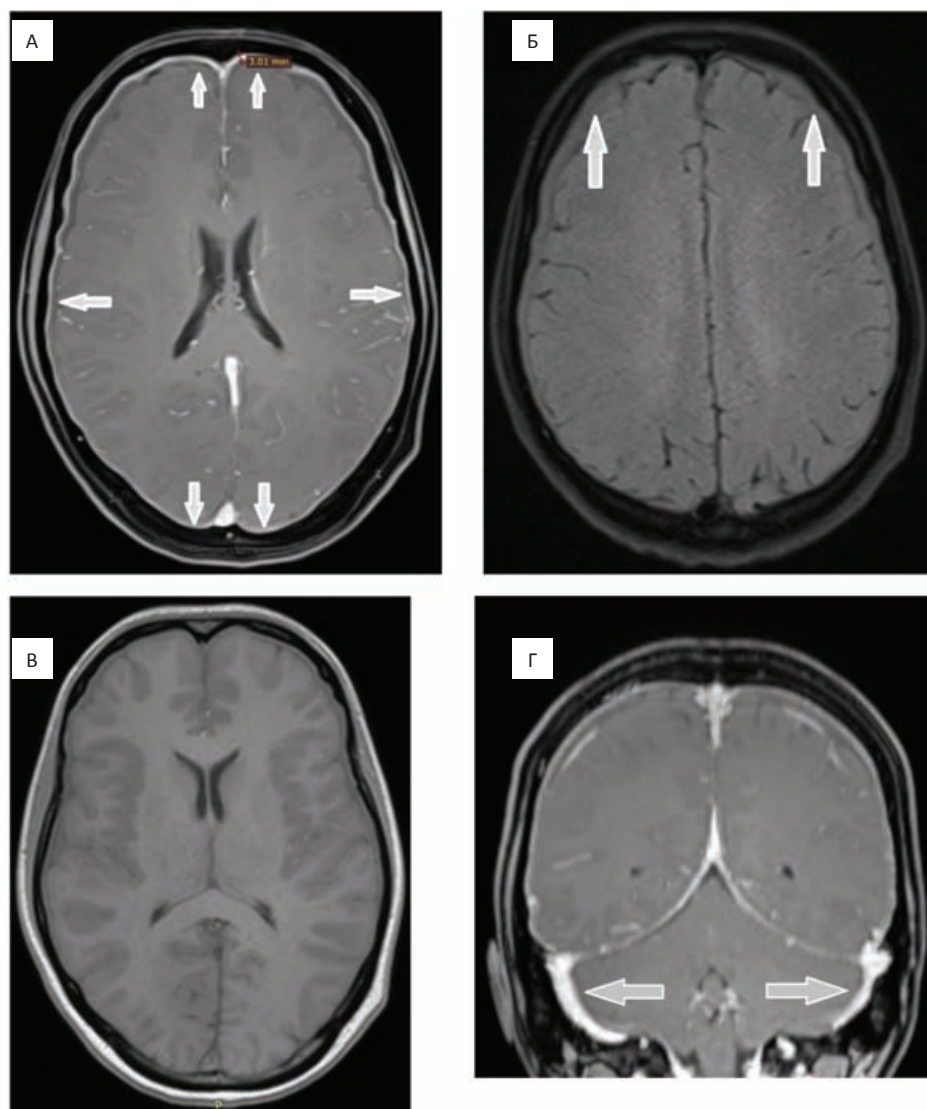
Пациент К., 36 лет. МРТ головного мозга в режимах T_1+C (А), T_2 FS (Б), T_1 (В) в аксиальной проекции и режиме T_1+C в корональной проекции (Г). Отмечается диффузное утолщение мозговых оболочек до 3,0 мм с повышенным накоплением МР-контрастного вещества (А), наличие серповидных скоплений жидкости в лобно-теменных областях (Б) в сочетании с щелевидной деформацией III желудочка (В) и расширением сигмовидных синусов (Г) (изменения указаны стрелками)
